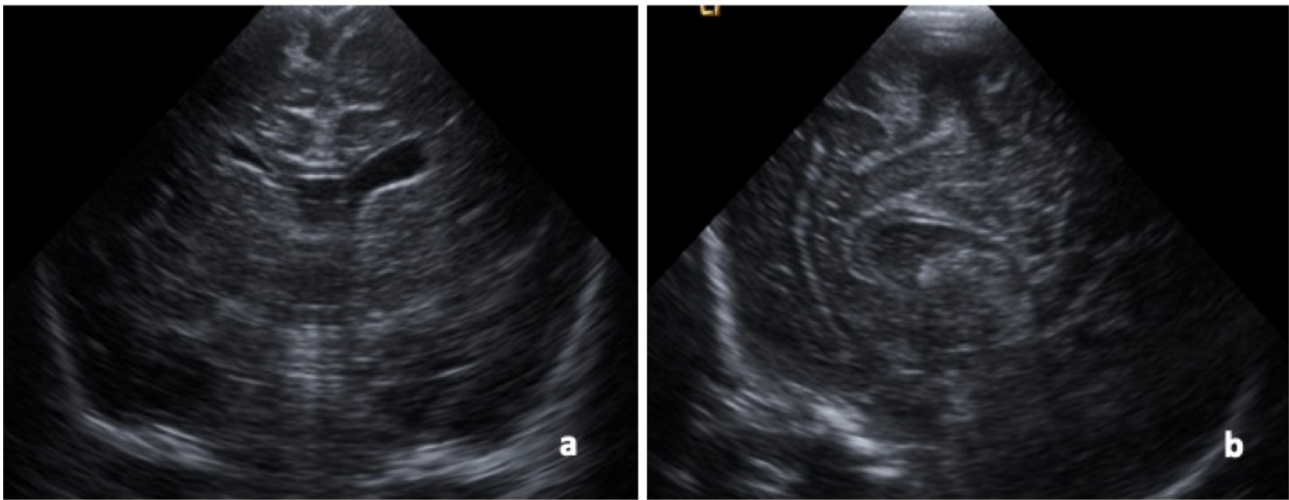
Ecografía transfontanelar en modo B en paciente prematuro en eje coronal (a) y sagital (b), donde se visualiza la ausencia del cuerpo calloso.
